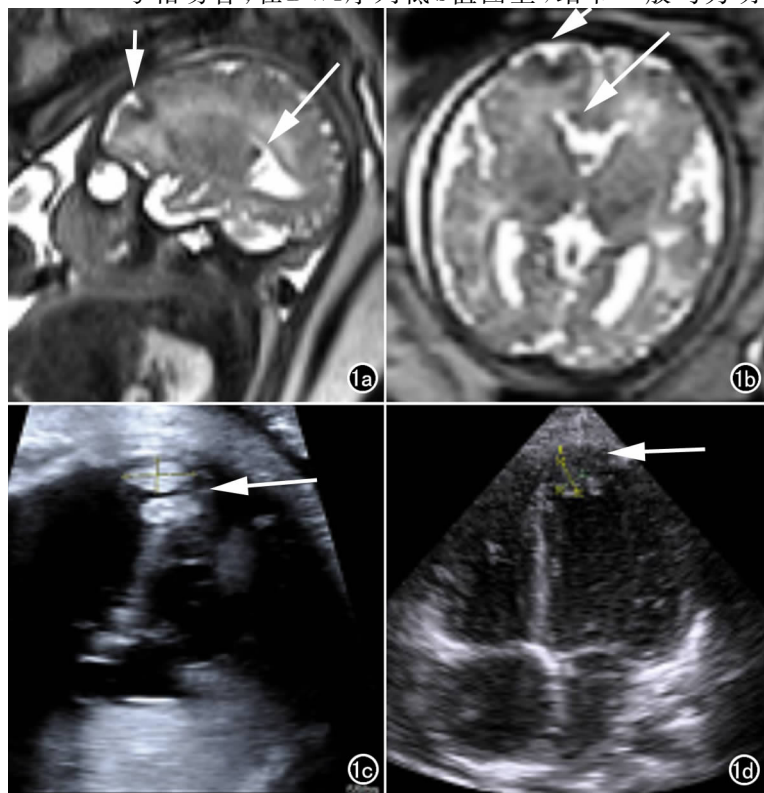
孕 36 周, 胎儿 TSC 伴心脏横纹肌瘤。a) HASTE 序列矢状面示右侧额叶皮质结节(短箭)表现为不规则形皮质低信号影; 侧脑室三角旁见室管膜下结节(箭); b) 横轴面示右侧额叶皮质结节及侧脑室前角旁室管膜下结节, 均为低信号小结节; c) 产前超声示多发心脏横纹肌瘤(箭); d) 胎儿出生后 7 个月, 心脏横纹肌瘤缩小(箭)。
